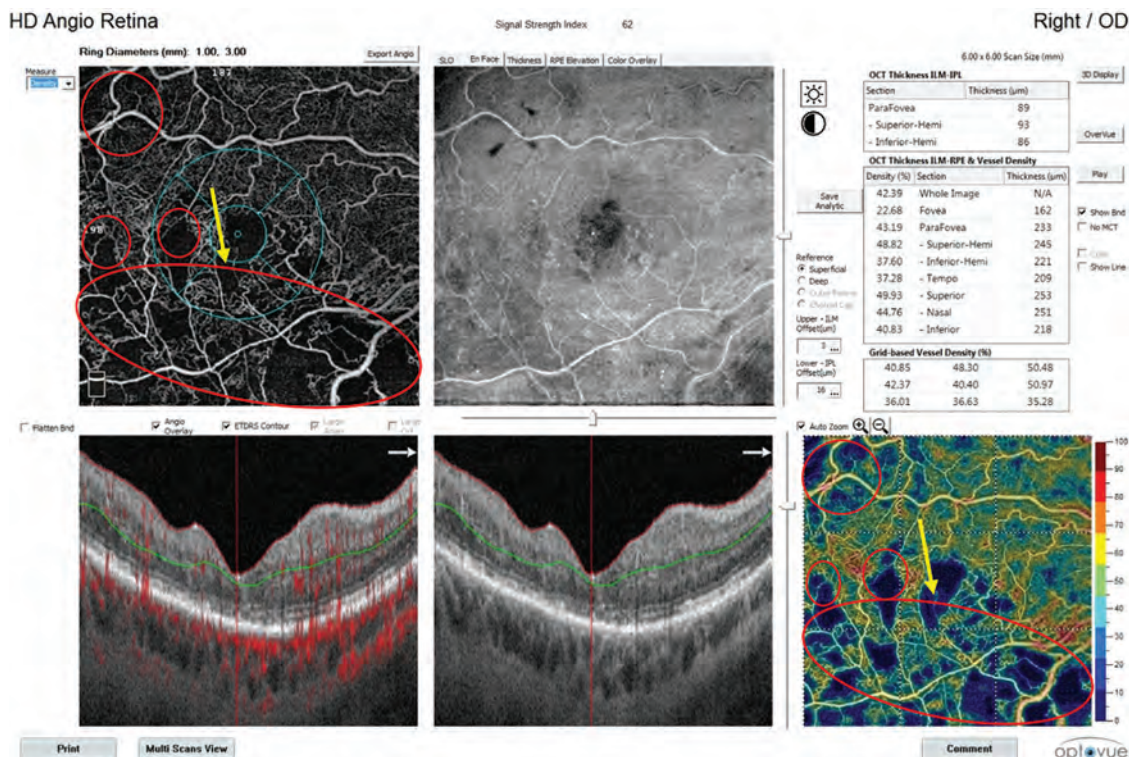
Плотность капилляров в поверхностном капиллярном сплетении. Указаны зоны снижения плотности капиллярной сети, соответствующие участкам отсутствия капиллярной перфузии (овал), и расширение фовеолярной аваскулярной зоны (стрелка)
